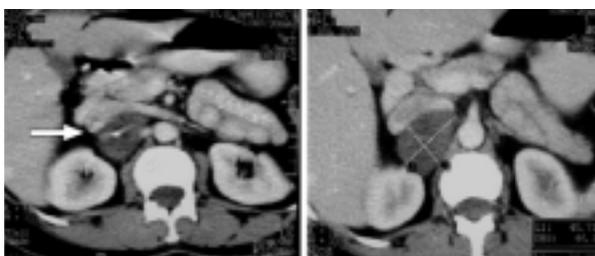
Tomografía Helicoidal. Lesión hipodensa en proyección suprarrenal derecha, que desplaza la vena cava inferior.
